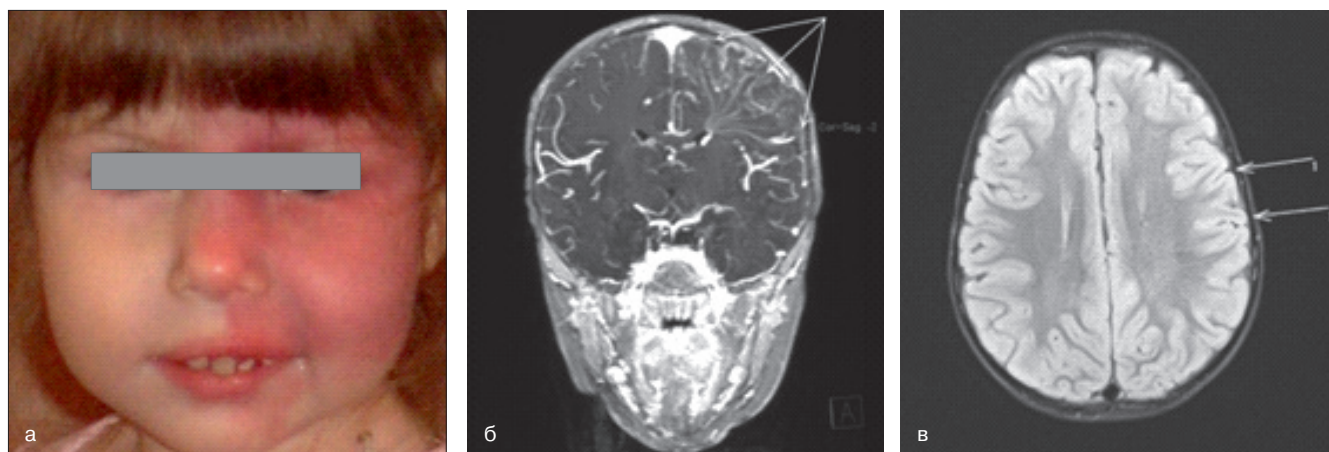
Пациентка К., 4 года, диагноз: СШВ, капиллярная мальформация в проекции верхней и средней ветвей тройничного нерва слева (а). Из анамнеза: поражение кожи лица выявлено при рождении, увеличивалось в диаметре пропорционально росту ребенка. В возрасте 3 мес диагностирована врожденная глаукома, 6 мес — зафиксирован первый судорожный приступ; б) МРТ головного мозга (T1iso с внутривенным контрастированием. 3D-реконструкция, МР. Визуализируются расширенные глубокие вены мозга (указаны стрелками); в) МРТ, BLADE — умеренно выраженная атрофия коры головного мозга слева — признаки СШВ
